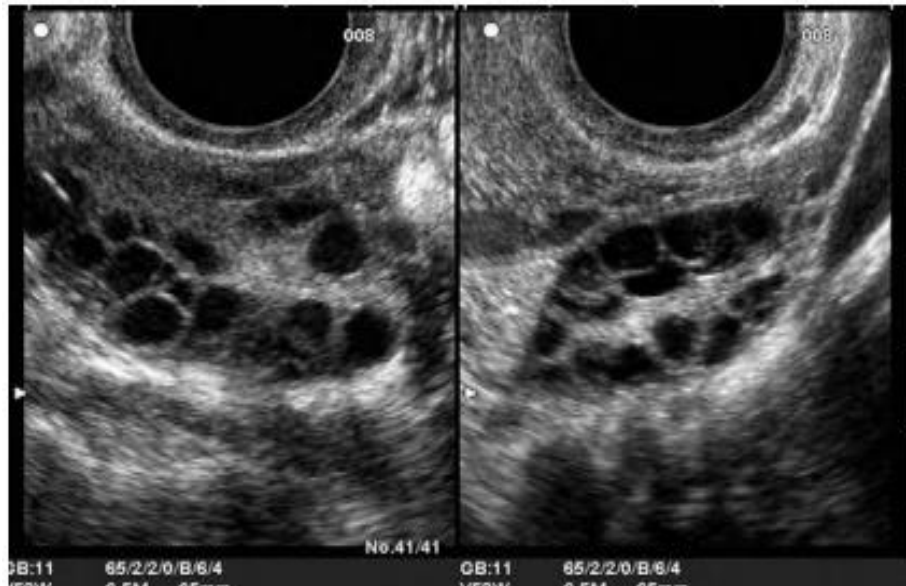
Image échographiques par voie endovaginale des deux ovaires montrant des ovaires polykystiques avec plus de 12 follicules par ovaire (Catteau, 2010).
